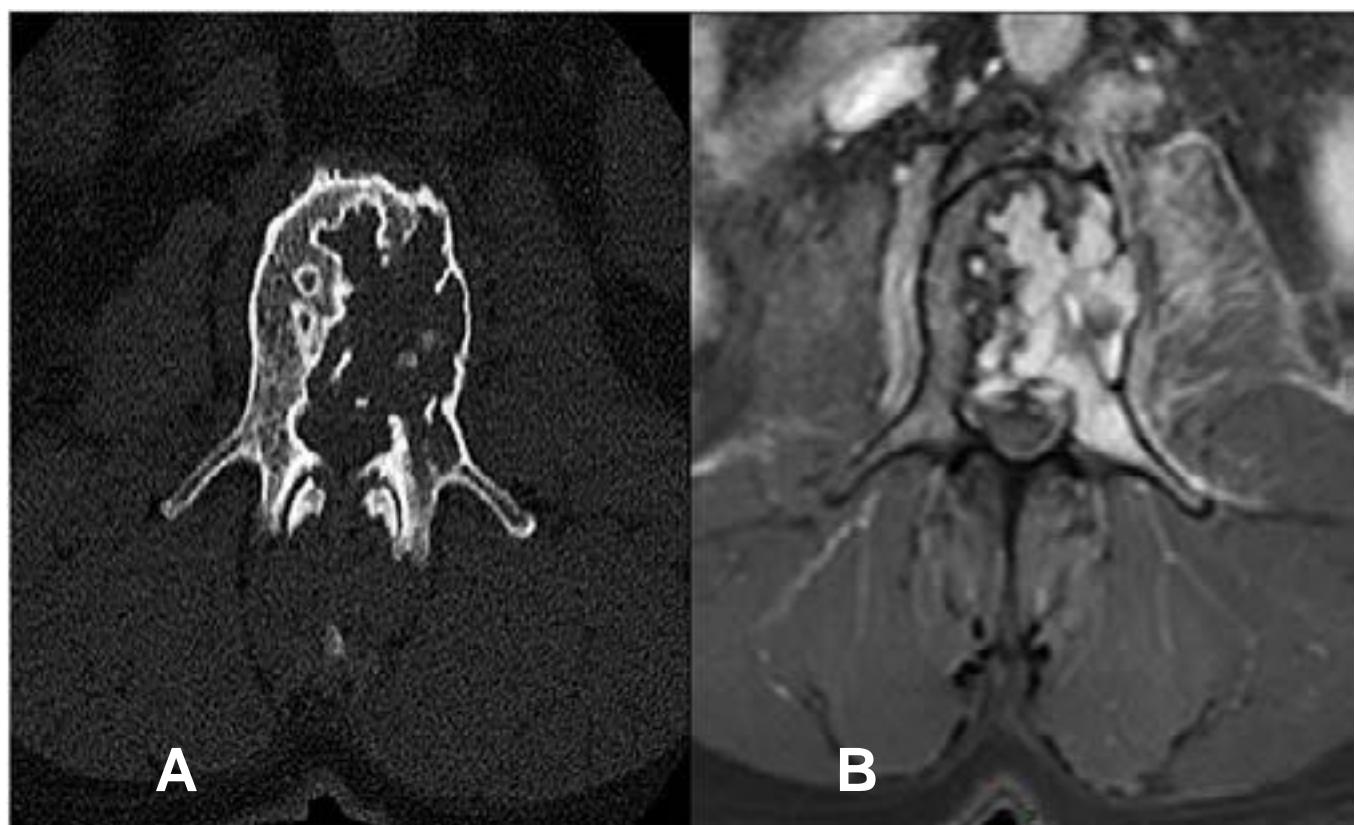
Comparativo de planos axiais (A) Tomografia Computadorizada em plano axial (B) Ressonância Magnética em plano axial sequência T1 pós contraste com supressão de gordura, evidenciando os mesmos achados anteriormente descritos na figura 1.
